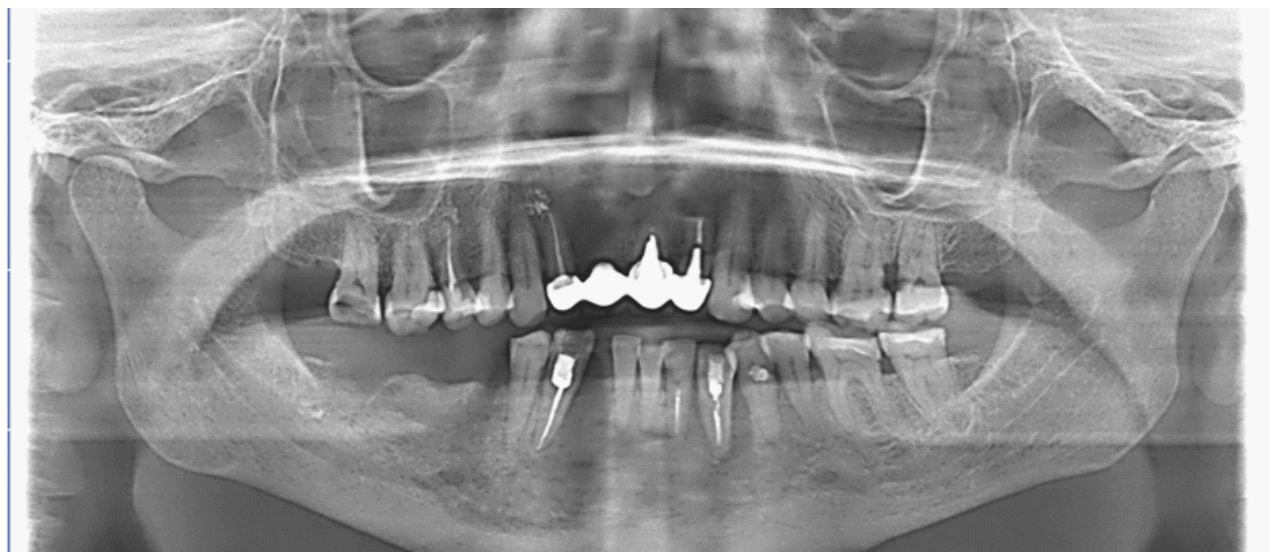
Ортопантомограмма на этапе лечения остеонекроза нижней челюсти справа у пациентки Б. в 2024 г.
